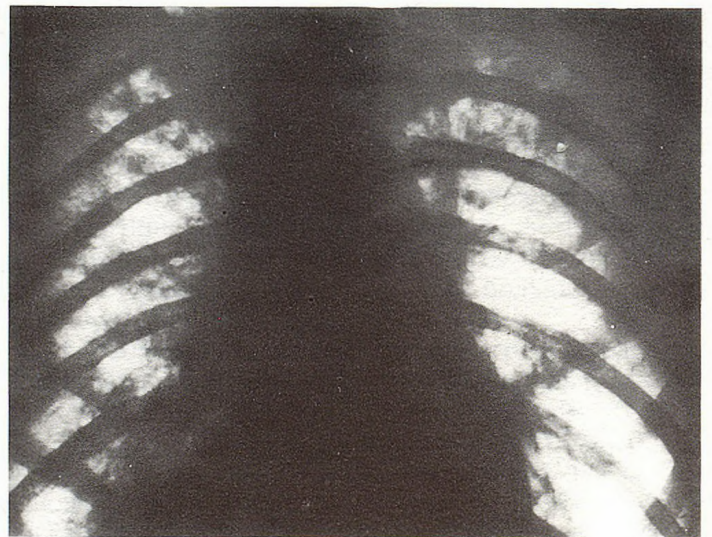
Рентгенограмма легких больного П.
